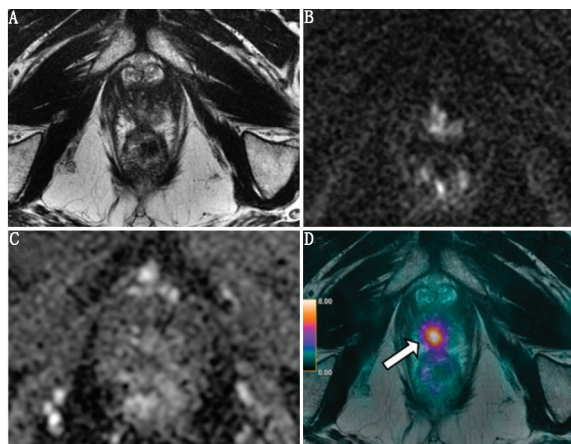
69 岁患者,前列腺癌 Gleason 评分 7,1 年前行高强度聚焦超声治疗(A、B 和 C)。多参数 MRI(mpMRI)没有发现任何与复发有关的征象;D.⁶⁸Ga-前列腺特异膜抗原(PSMA) PET/MR 可见局限在右尖部的摄取明显增高区域(箭头示),经活组织检查证实为复发性肿瘤,Gleason 评分 4+4
